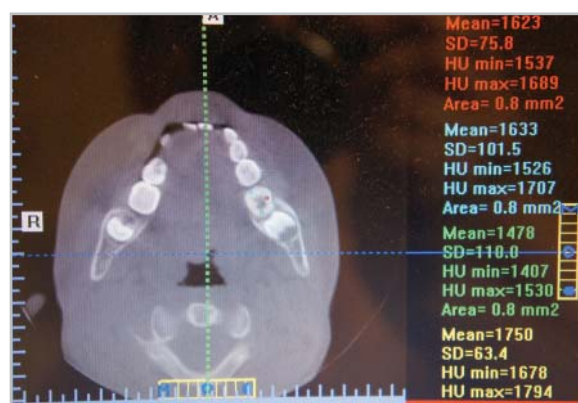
Дентальная объемная томограмма пациента М., 8 лет. Динамика минерализации околопульпарного дентина. Определение плотности околопульпарного дентина зуба 3.6 через 6 мес наблюдения
